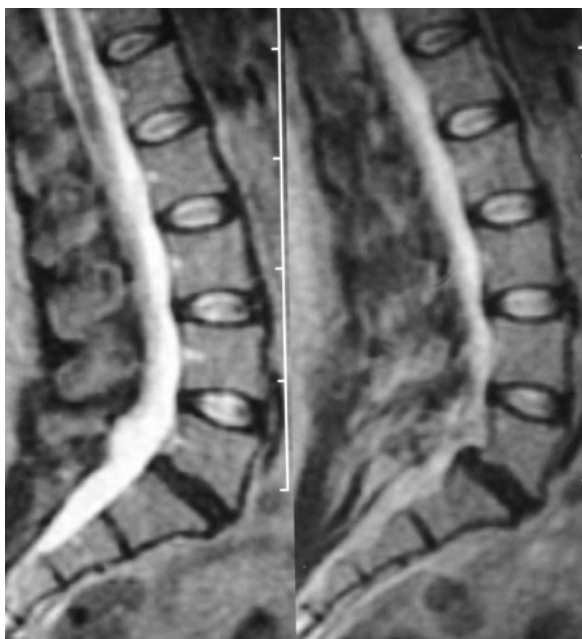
Клинический пример. Спондилолистез L5 позвонка. МРТ до операции
